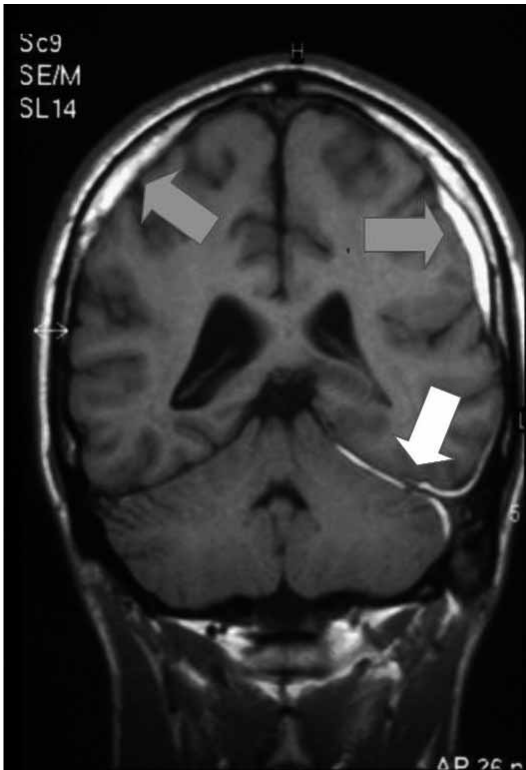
RM craneal de un paciente con síndrome de hipotensión de líquido cefalorraquídeo en la que se observa la hiperseñal meníngea y un pequeño hematoma subdural en la convexidad.
